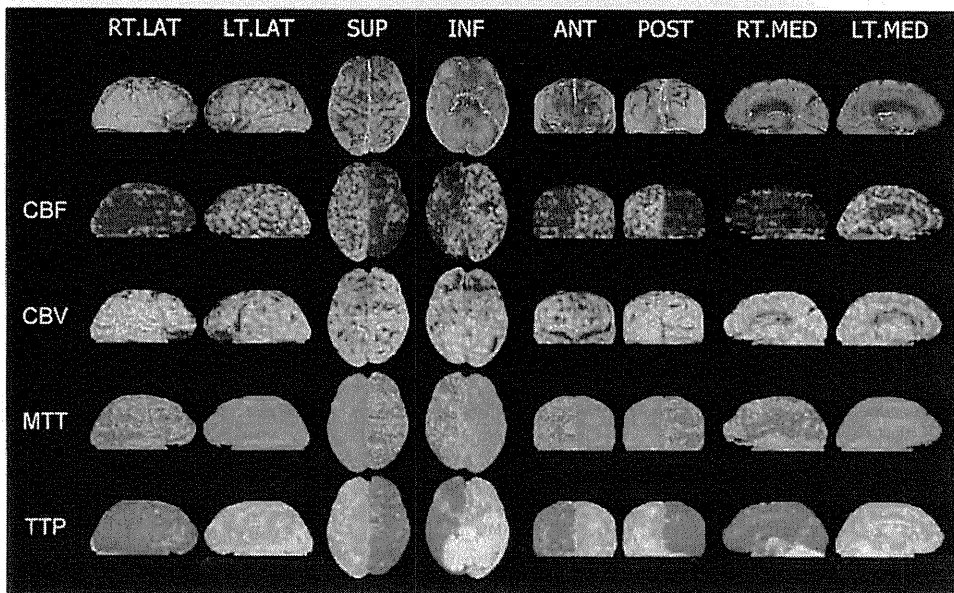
連続往復 spiral 撮影による whole brain CT perfusion と 4D angiography imaging SOMATOM Definition AS+ による画像 (シーメンス旭メディテック社からの提供)
